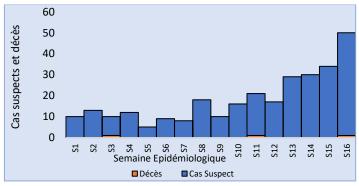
REPARTITION DES CAS SUSPECTS DANS LA PROVINCE DE L'ÉQUATEUR & SUD KIVU de S1-S16 2024
